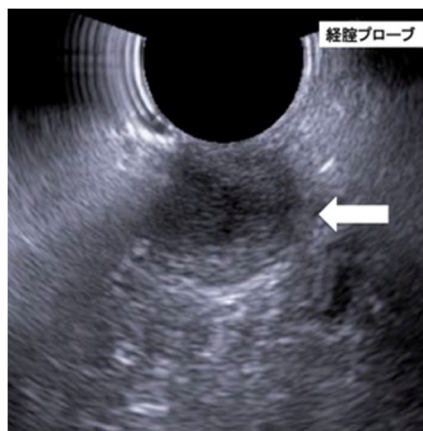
超音波検査では、24.0×17.8mmの大きさで低～中エコーに描出される辺縁がやや不明瞭な印象の楕円形の腫瘍が描出された。
